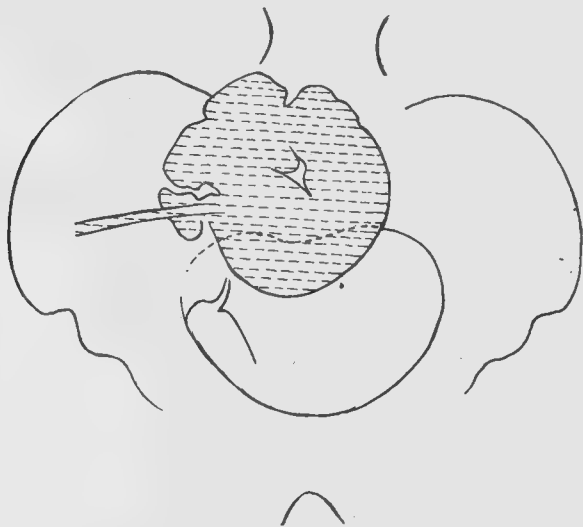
Radiographie de la poche, rétractée par la longue fistulisation.
